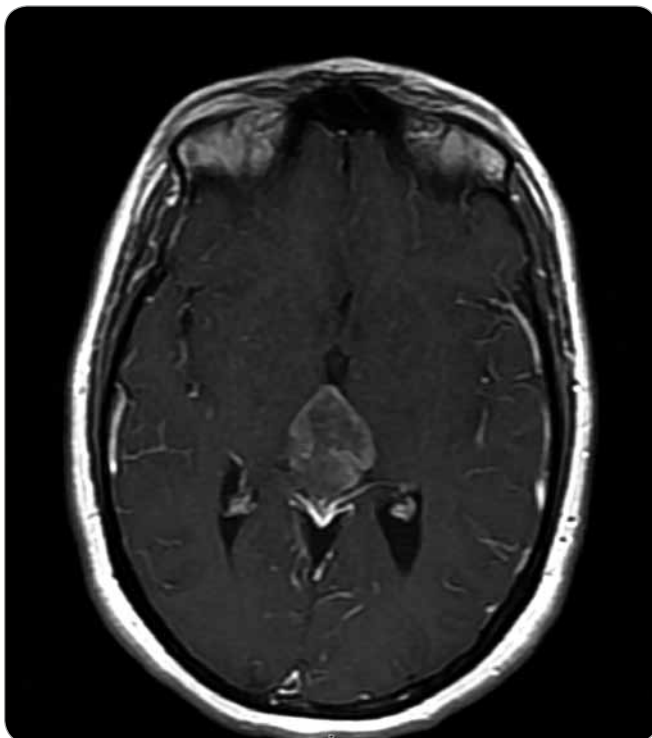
Preoperative transversal T1 MRI contrast enhanced section showing the pineal mass (max. diameter of 3.9 cm).
